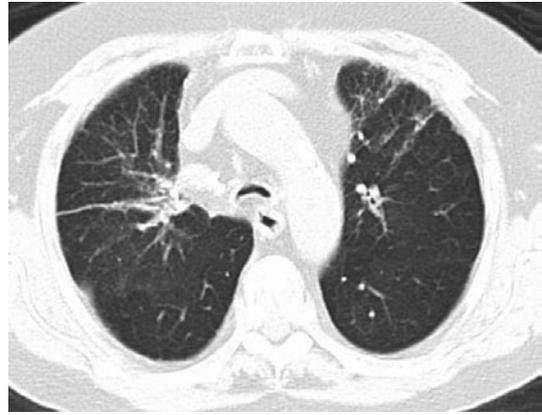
Chest CT scan on admission shows bronchial spasm, narrowing airway diameter, and diffuse thickening of the bronchial walls. Patchy peribronchial areas of consolidation are seen in the both upper lobes and the middle lobe.
